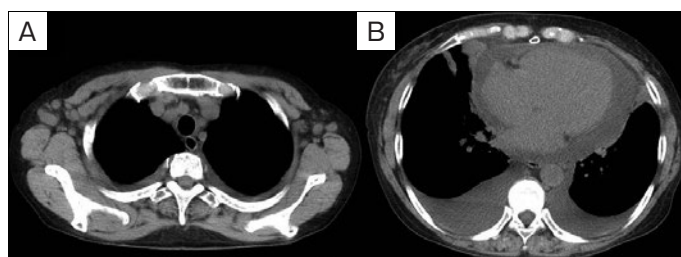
胸部単純CT所見. (A) 縦隔リンパ節や腋窩リンパ節腫大を認めた. (B) 心嚢水および両側胸水貯留の増悪を認めた.
